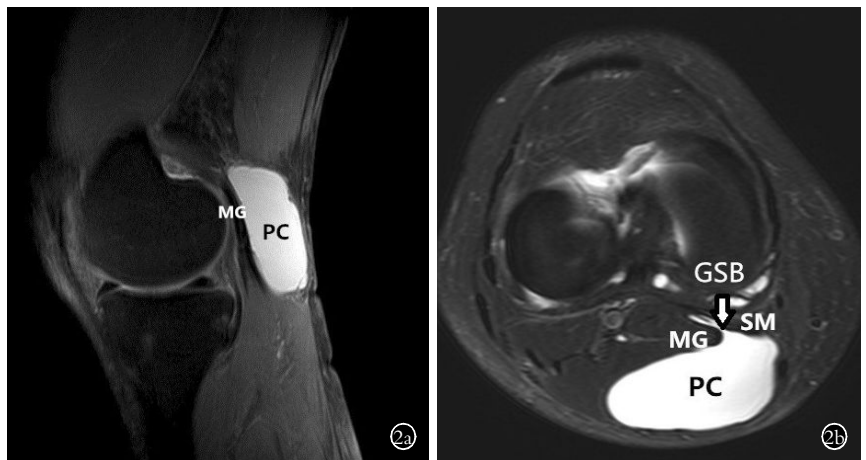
患者, 女, 42 岁, 右腘窝囊肿 2a. 腘窝囊肿 MRI 矢状位影像 2b. MRI 横断位可见 GSB 通道
